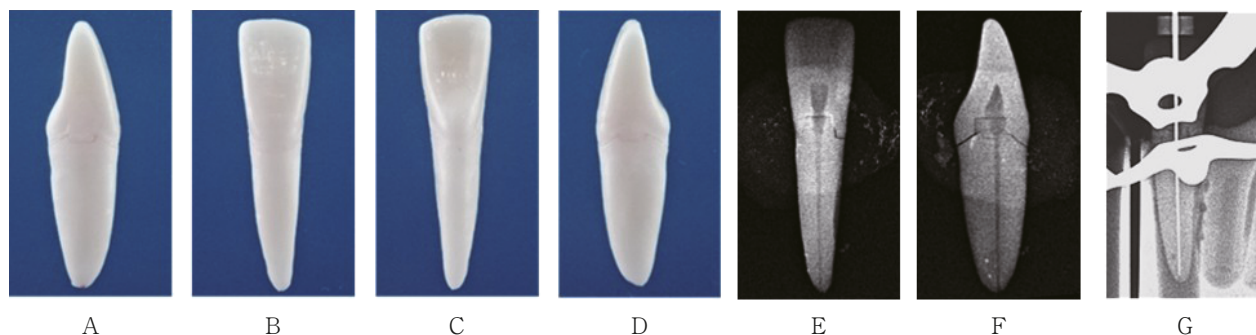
A prototype stenotic root canal model and X-ray image
